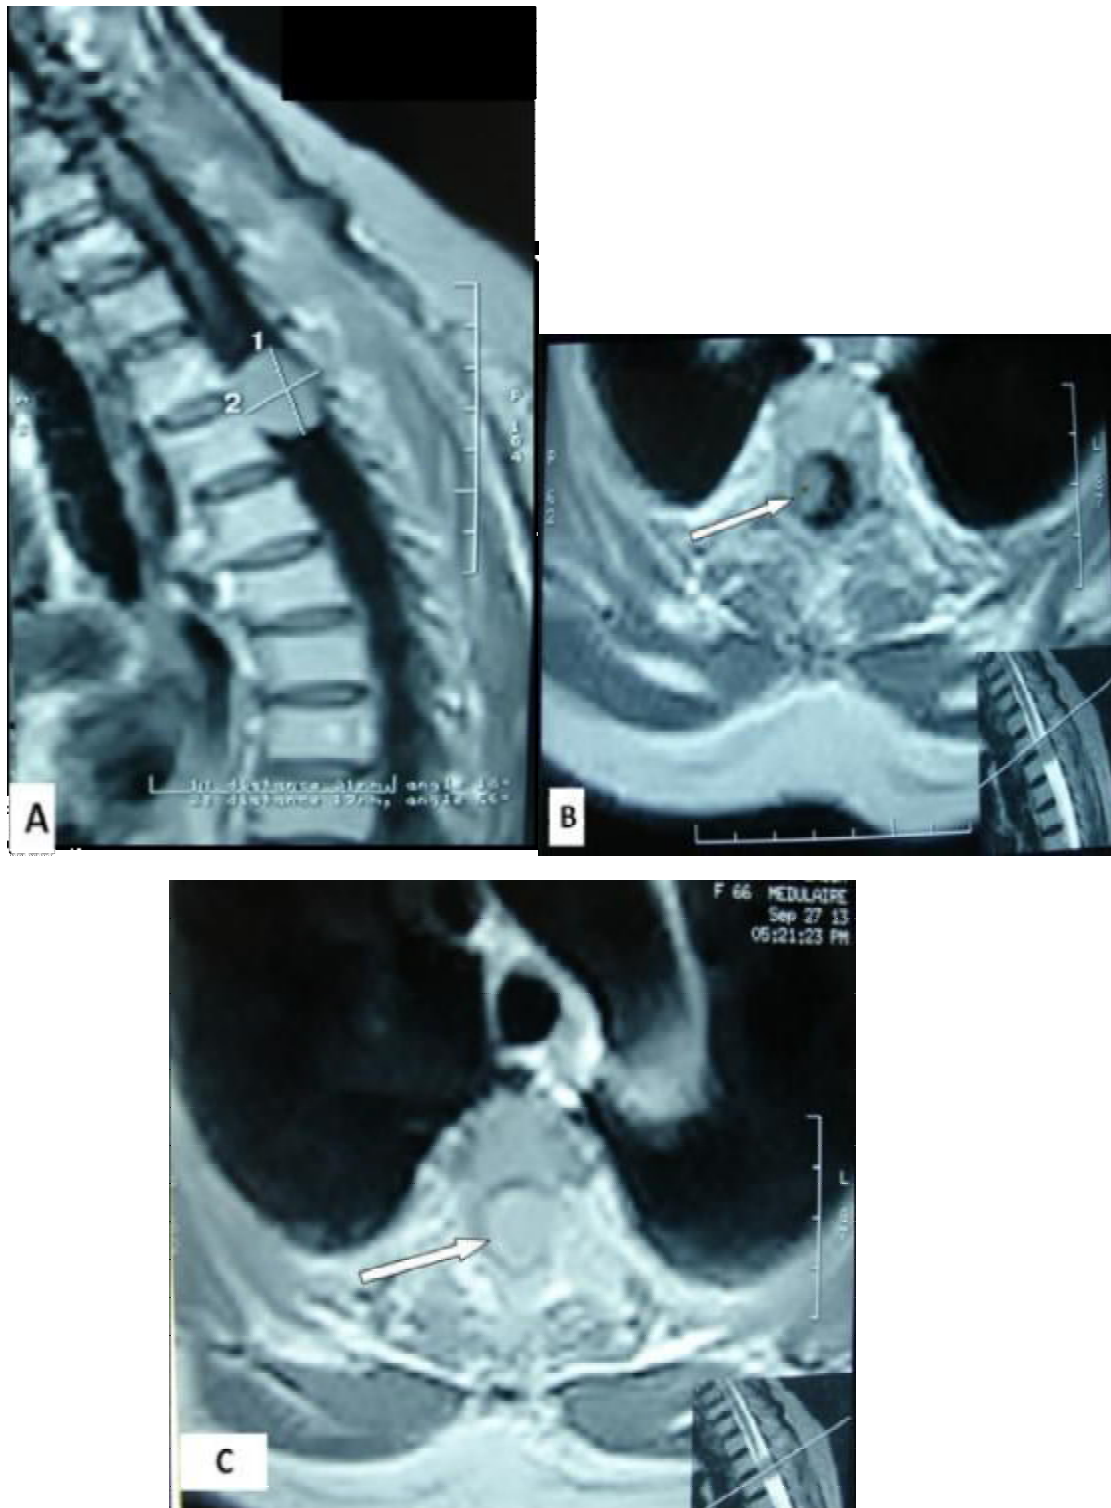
IRM médullaire séquence T1 sans contraste en coupes sagittale (A) et axiale (B) et coupe axiale T1 avec gadolinium montrant une lésion bien limitée, intradurale extramédullaire, grossièrement arrondie, prenant le contraste de façon homogène et comprimant fortement la moelle épinière en regard.
